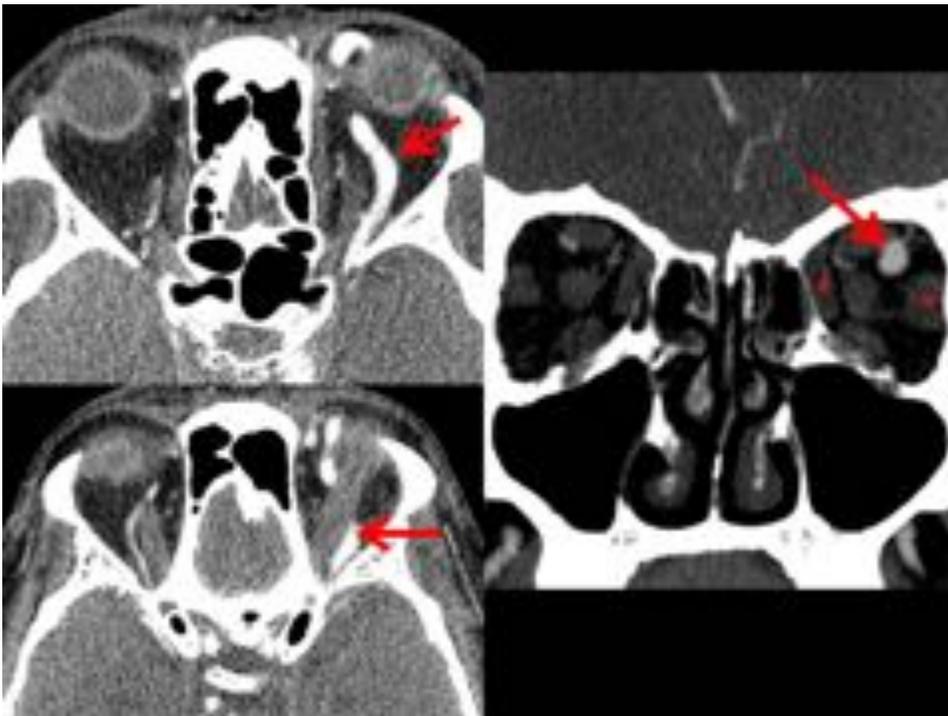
Se muestran los cortes axiales v coronal de la Angio TC del mismo paciente que la Figura 1. en el
